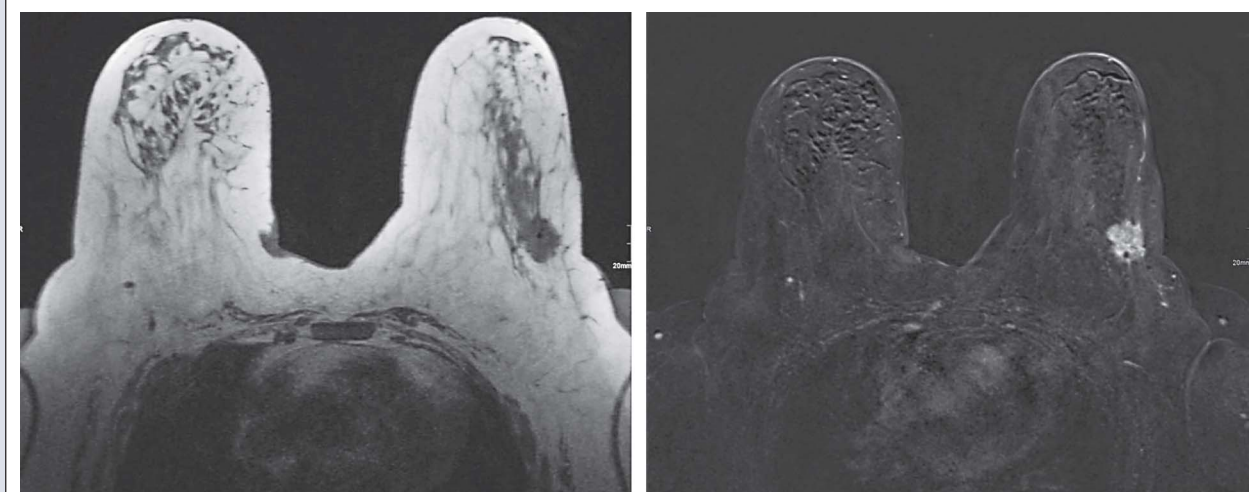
MRT-Bilder beider Mammæ. Die native T1-gewichtete Sequenz (li) zeigt eine etwa 4 cm große Malignom-suspekte Hypodensität in der linken Mamma, die nach iv-Kontrastmittelgabe in den Subtraktionsaufnahmen (re) deutlich Kontrastmittel speichert.
